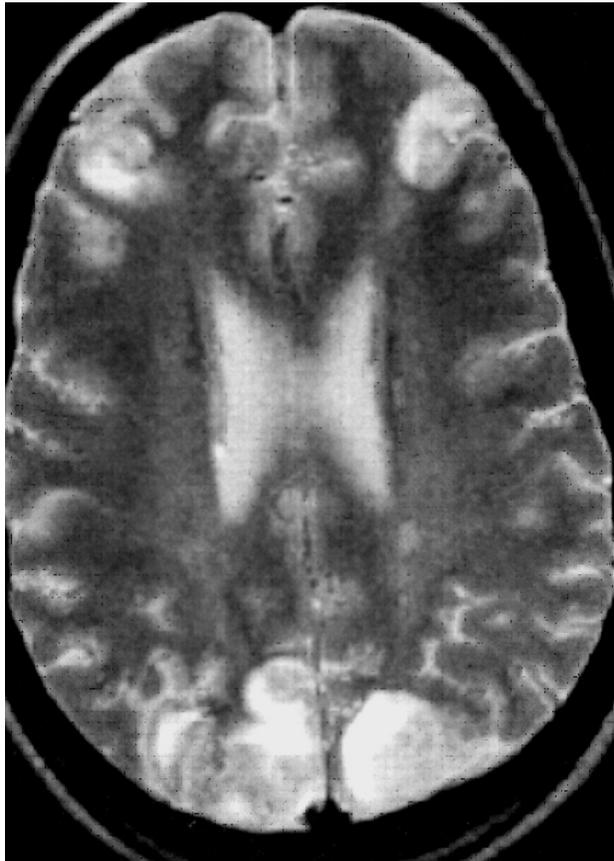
МРТ больной Т.: обширные зоны патологического гипоинтенсивного МР-сигнала (признаки лейкоэнцефалопатии)
